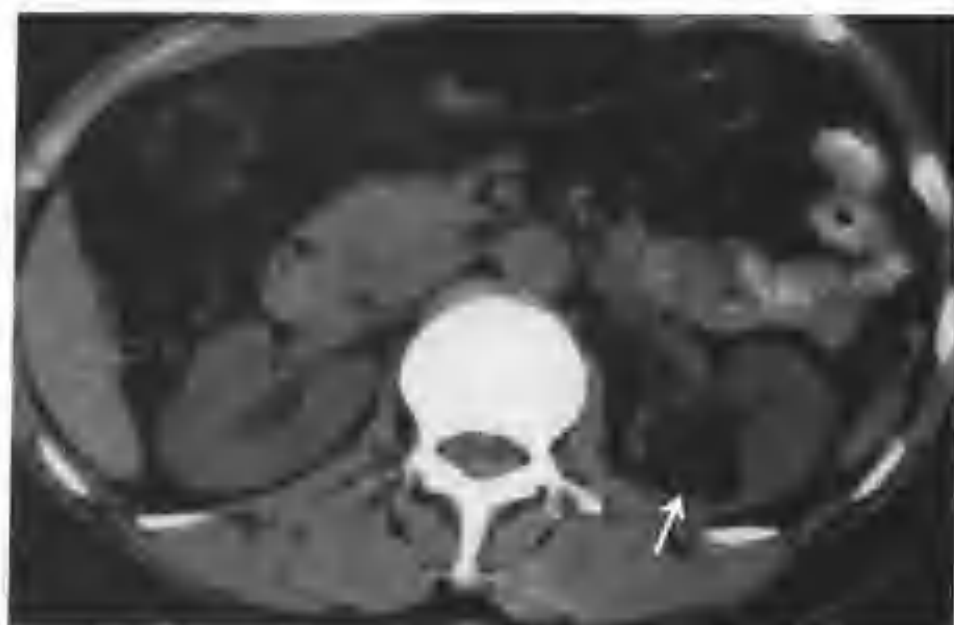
左肾小错构瘤(CT平扫见左肾有一个极低密度病灶,CT值 -28HU ,内见少许网格状影,病灶部分边界光滑清楚,部分边缘欠光整(箭头))
